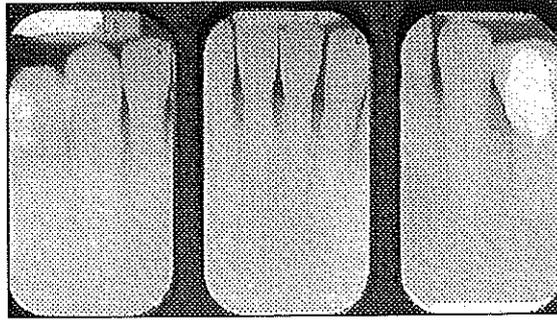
Radiographie du bloc incisivo-canin mandibulaire.
